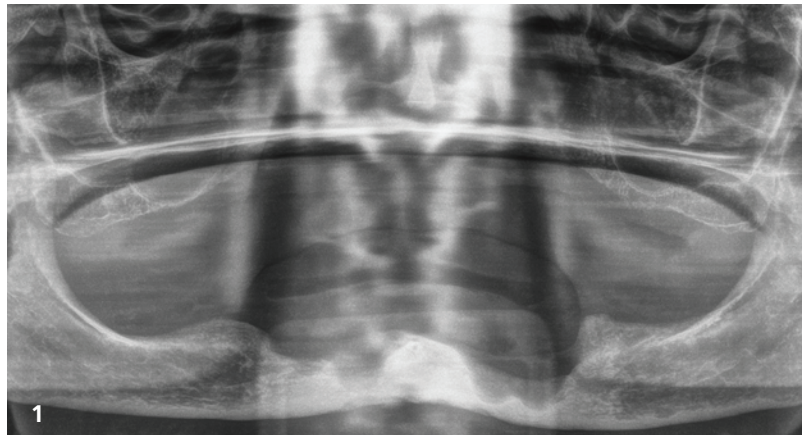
Röntgenbild der Ausgangssituation mit Knochendefekten im Unterkiefer aufgrund einer Periimplantitis und verringertem Knochenvolumen im Oberkiefer.
